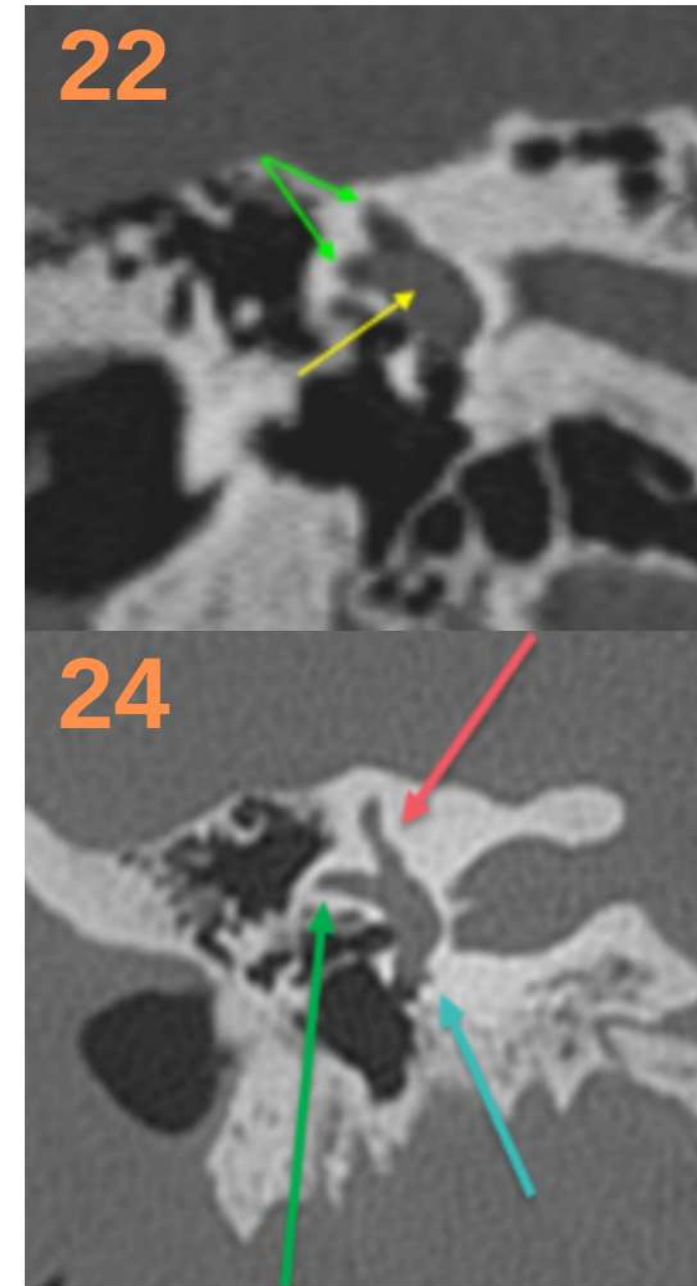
Imágenes de TC del acueducto vestibular y de la cóclea, respectivamente.
